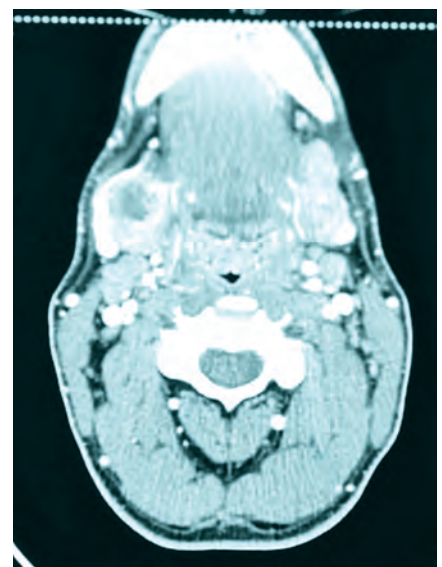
In der vom Patienten mitgebrachten, vor einem halben Jahr alio loco angefertigten CT-Untersuchung zeigte sich ein halonierter, in den Randbereichen Kontrastmittel anreichernder Befund unterschiedlicher Dichteintensitäten zwischen Unterkieferwinkel und Glandula submandibularis rechts.
